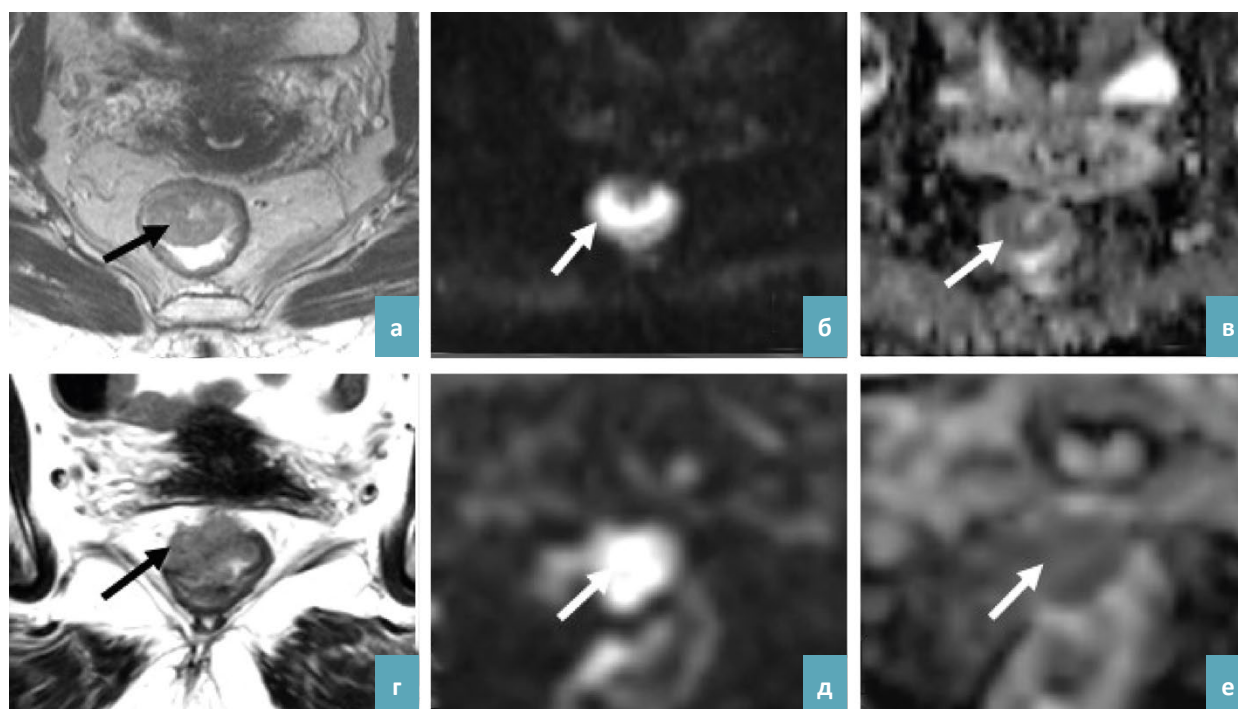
МРТ больной К, 52 лет с диагнозом РПК rT1 до лечения (а–в) и через 13 мес. после ТЭМ (г–е): Т2-ВИ, аксиальная плоскость – а) экзофитная опухоль по передней стенке среднеампулярного отдела (стрелка) и г) рецидивная опухоль в области иссечения (стрелка) с признаками экстрамурального распространения и подрастанием к заднему своду влагалища; ДВИ (b = 1000), высокий сигнал от – б) первичной опухоли (стрелка) и д) рецидивной опухоли (стрелка); карта ИКД, низкий сигнал от – в) первичной опухоли (стрелка) и е) рецидивной опухоли (стрелка).
